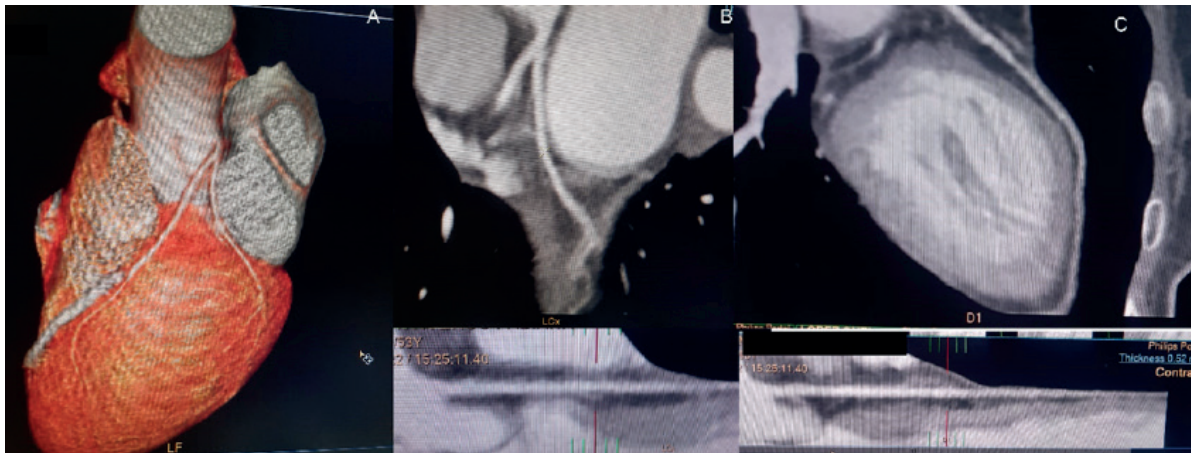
Angiotomografía cardíaca. En el panel A se evidencia la coronaria izquierda con los stents en arteria descendente anterior y sin oclusión de ramo diagonal y arteria circunfleja. En los paneles B y C se muestra la reconstrucción de la circunfleja (B) y al ramo diagonal (C) sin evidencia de edema u oclusión.
